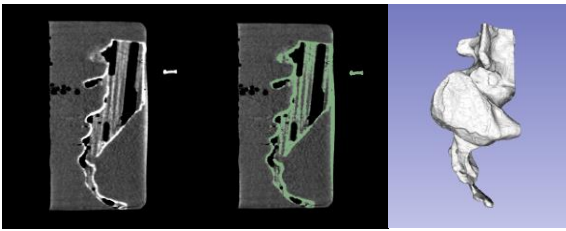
Extracción del modelo virtual del sacro mediante segmentación de nivel de la imagen TAC.
